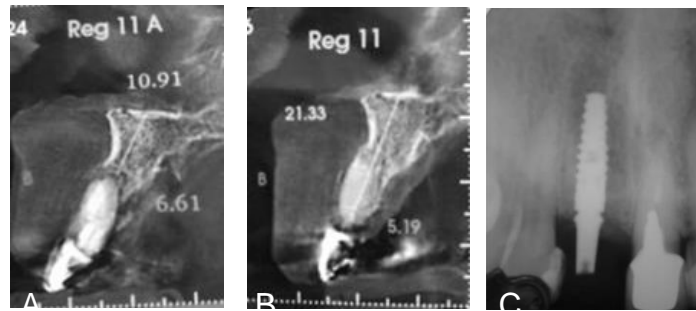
Aspecto tomográfico e radiográfico pré e pós ROG com Allumina®; (A) Imagem tomográfica antes da exodontia e da ROG, (B) Imagem tomográfica após ROG com barreira Allumina®, (C) Imagem radiográfica periapical após instalação do implante. (Caso clínico cedido pela Dra. Luciana Akemi Yamaguchi).
